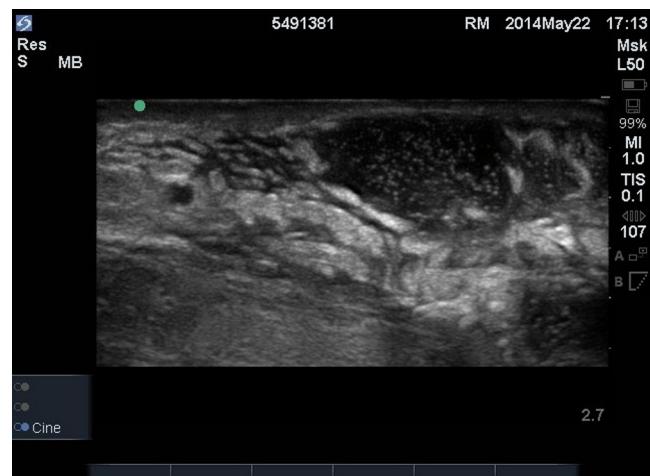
Ecografía que muestra una gran acumulación de pus.
